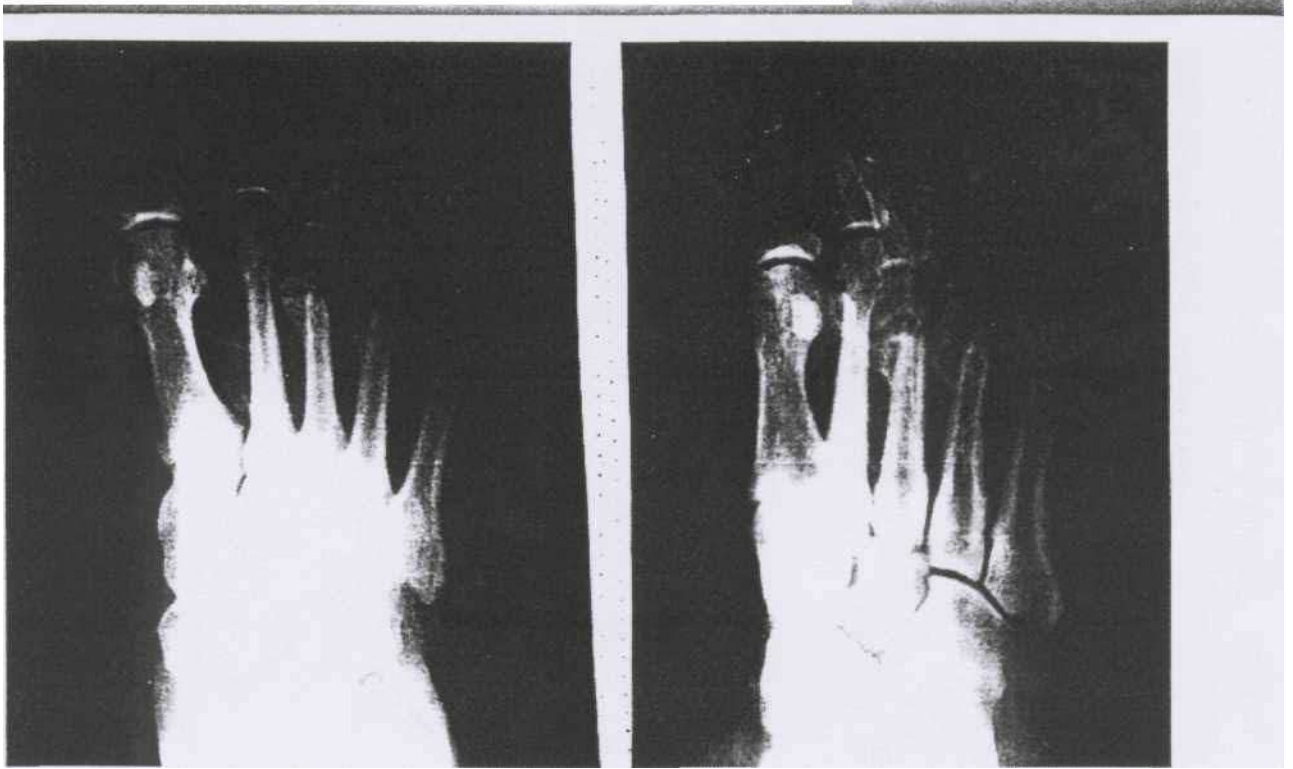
Рентгенограма правої стопи хворого Ю. на гостру діабетичну остеоартропатію Шарко до лікування - виражений остеопороз кісток 3-4-го пальців, перелом 3-4-ї плеснових кісток на рівні дистальних головок, склероз судин стопи.
